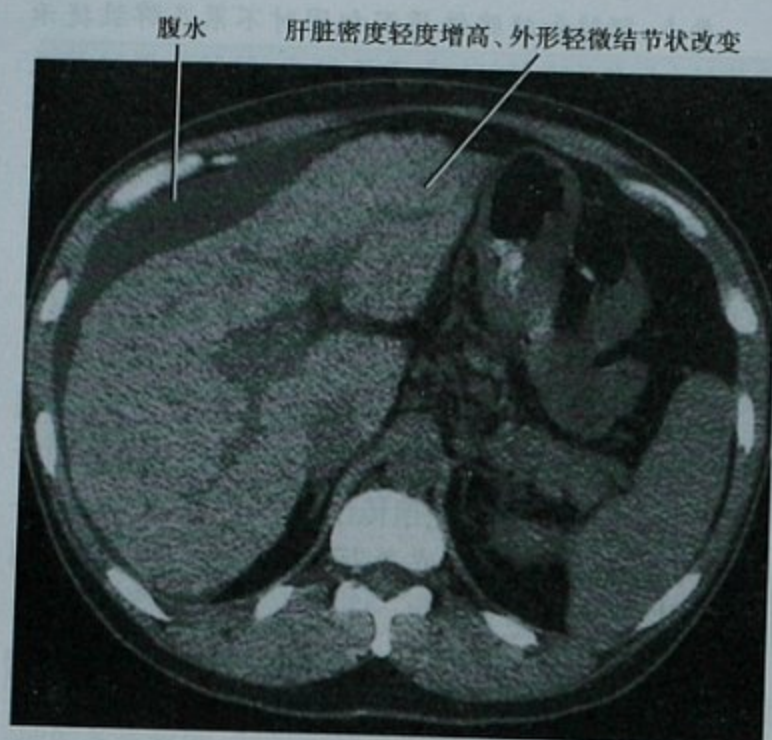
原发性色素沉积症引起肝硬化, 肝脏层面横断面 CT 平扫
